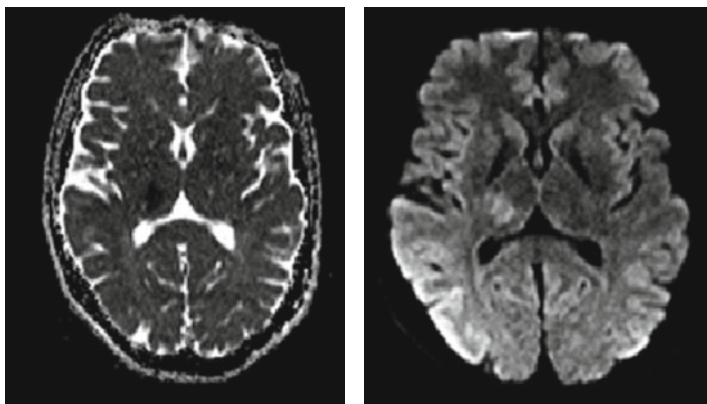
Accident vasculaire cérébral ischémique intéressant la région thalamique en IRM.
